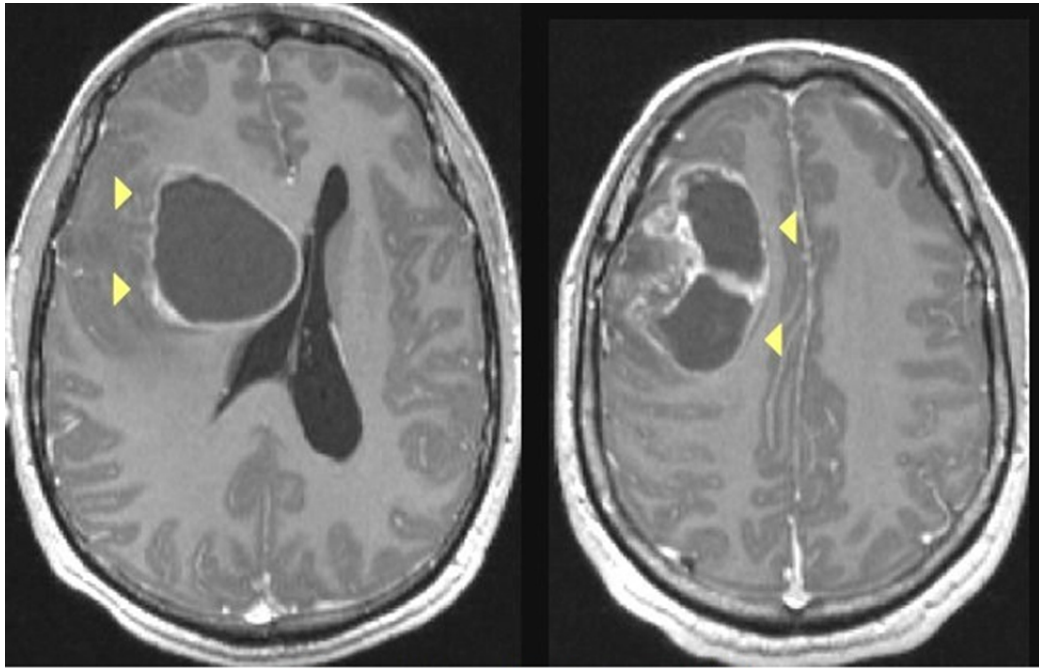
IRM de oligodendrogliomas fronto-temporal derecho clásico. Fuente: <http://www.cirurgianeurologica.com.mx/patologias-2/tumor-cerebral>
